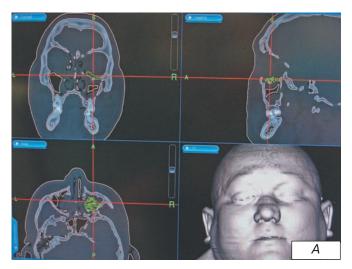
Компьютерная томограмма пациента с посттравматической деформацией лобной, решетчатой кости, верхней челюсти, дефектами нижних и медиальных стенок глазницы. А аксиальный срез, указаны расчеты выраженности энофтальма; Б — фронтальный срез, указаны расчеты
